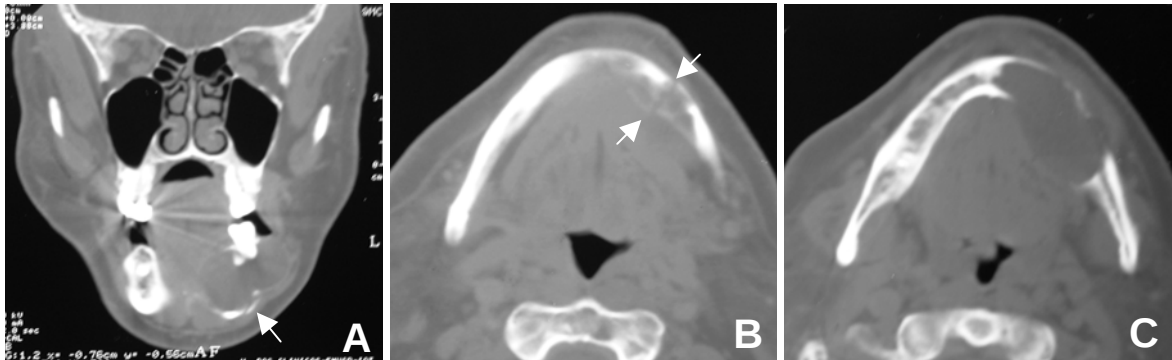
Tomografia computadorizada (janela para tecido ósseo). Corte coronal (A) e axial (B) confirmando fratura patológica (setas). Outro corte axial (C) revela erosão da cortical óssea vestibular e lingual.
